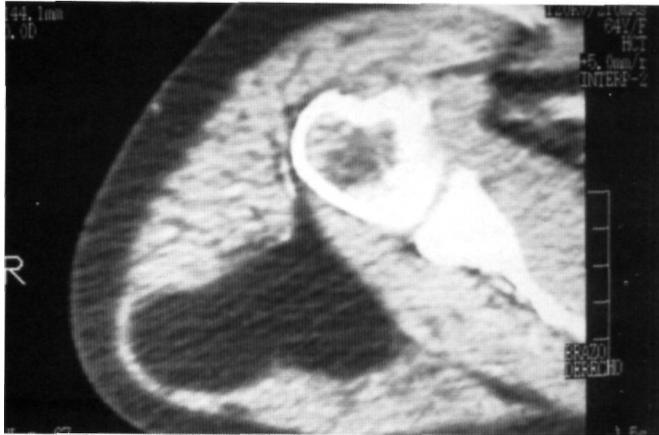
Imagen de TAC del caso clínico n° 3.
